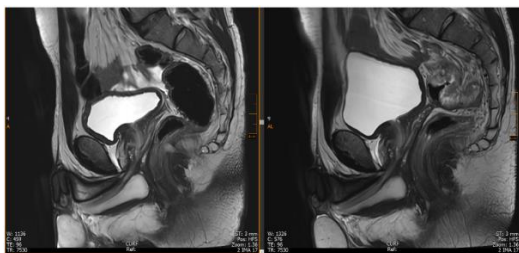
Resonancia magnética sagital: a la izquierda, control de agosto de 2025 sin lesión visible; a la derecha, estudio inicial previo a la inmunoterapia con engrosamiento rectal.
